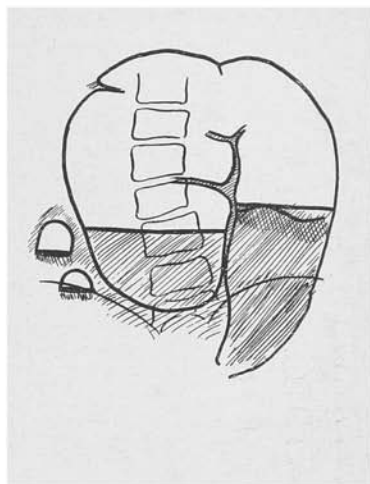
Volvo de sigmóideo. Obstrução mecânica. Radiografia em posição ortostática. Sigmóideo enormemente dilatado, ocupando cerca de dois terços da cavidade, apresentando enorme cúpula com dois níveis líquidos.*
